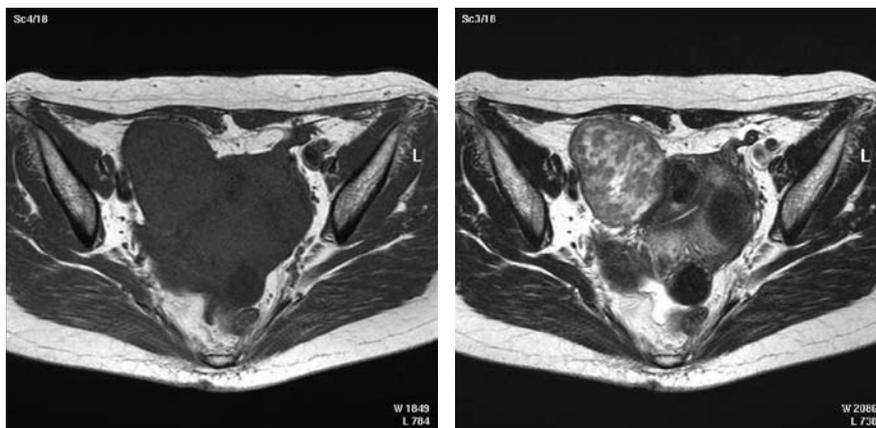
骨盤MRI (T1WI) 骨盤MRI (T2WI)
